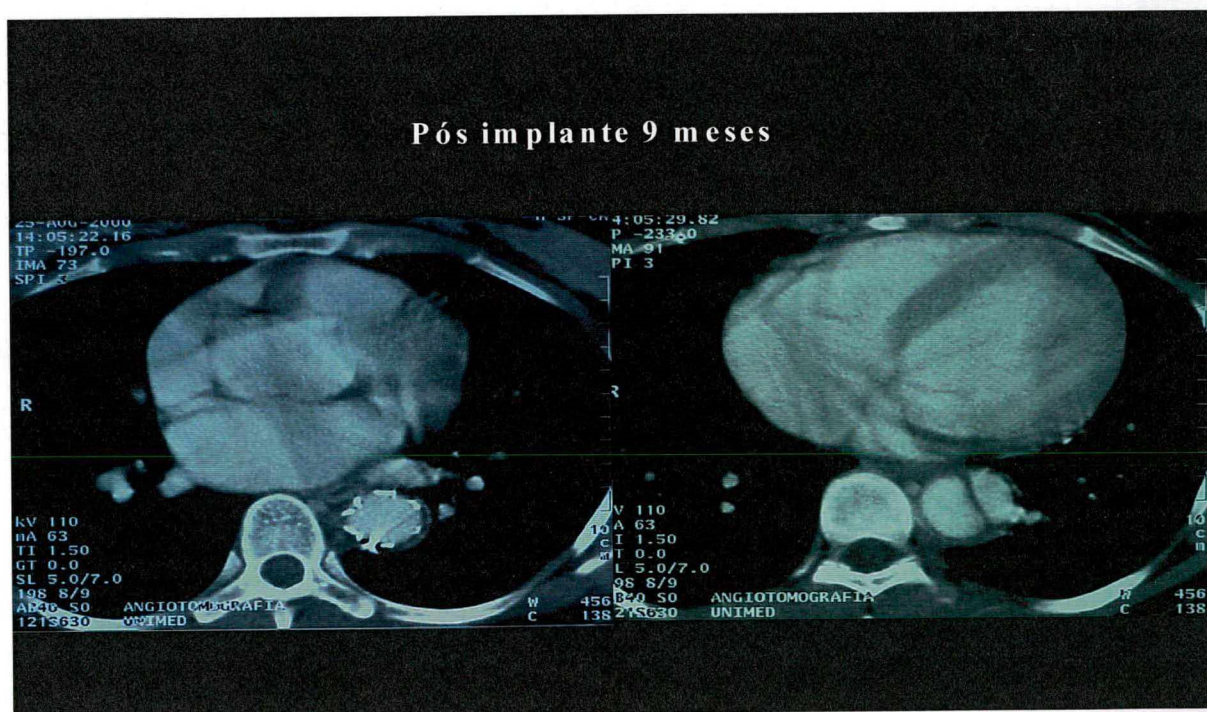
(Tomografia Computadorizada Helicoidal): Caso 1 – Acompanhamento de 9 meses comparada ao pré-implante
